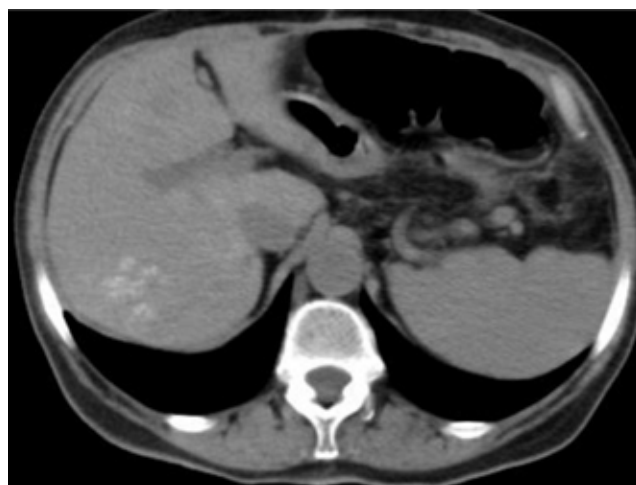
Томограммы больной Ж., 70 лет. Сравнение томографической картины печени после химиоэмболизации печеночной артерии.
